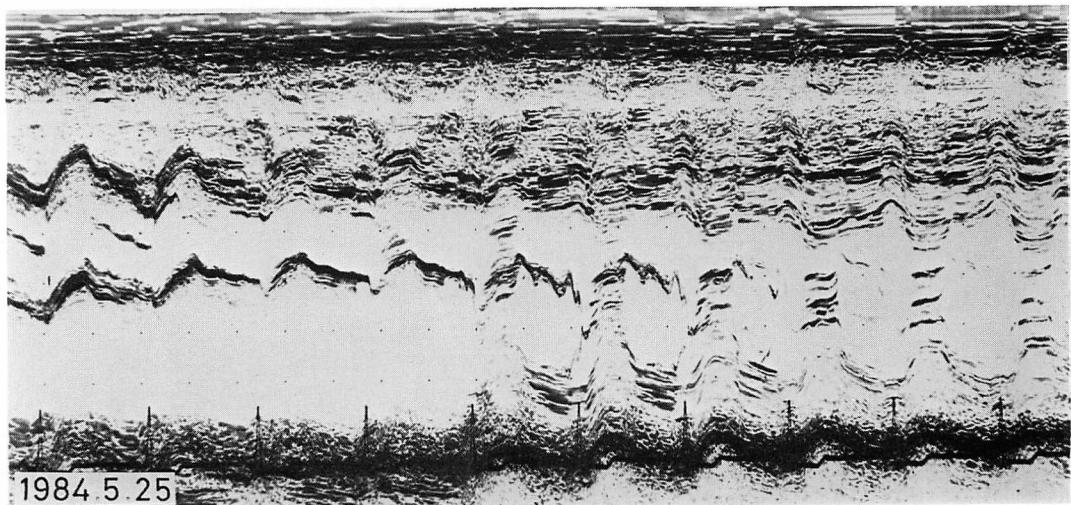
M-mode echocardiogram of Case 3.
